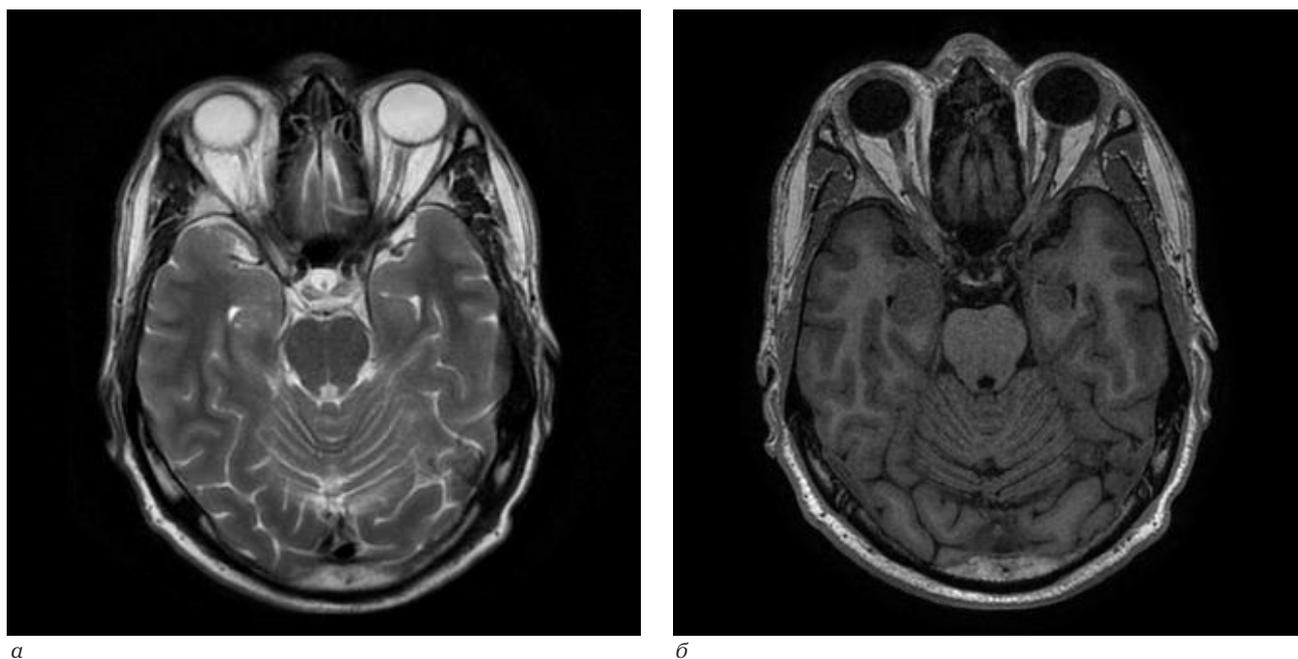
МРТ головного мозга. Декабрь 2015 г.: *а* – Т2ВИ, аксиальная проекция: вдоль зрительного нерва слева определяются циркулярно распространенные линейные зоны гиперинтенсивного сигнала, подобные изменения прослеживаются с контралатеральной стороны; *б* – Т1ВИ, аксиальная проекция: патологическим изменениям, обнаруженным на Т2ВИ, соответствуют зоны гипоинтенсивного сигнала вокруг зрительных нервов
